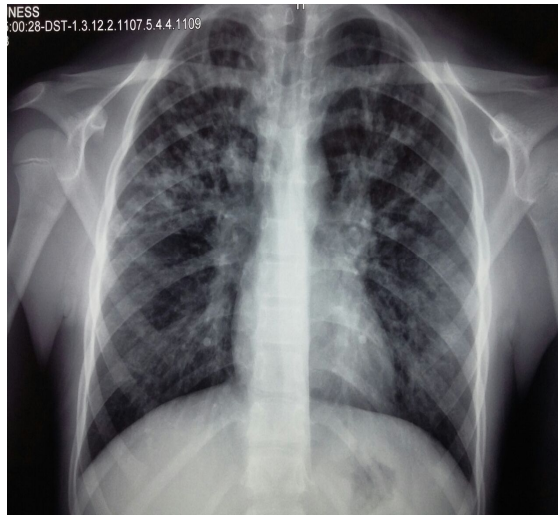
Radiographies thoraciques de face en inspiration montrant une distension thoracique majeure, lésions de bronchiectasies diffuses avec images nodulaires et en grappe de raisin
